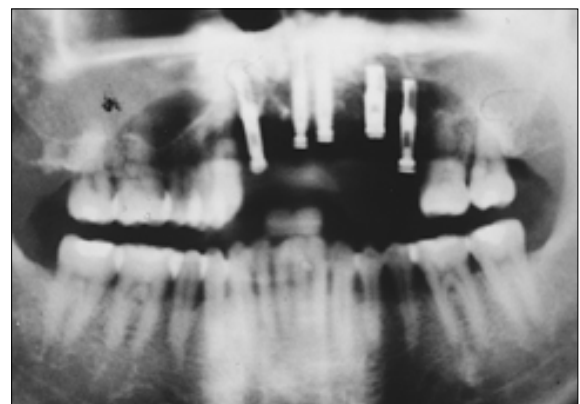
수술 1개월 후 방사선 사진(증례 5).
